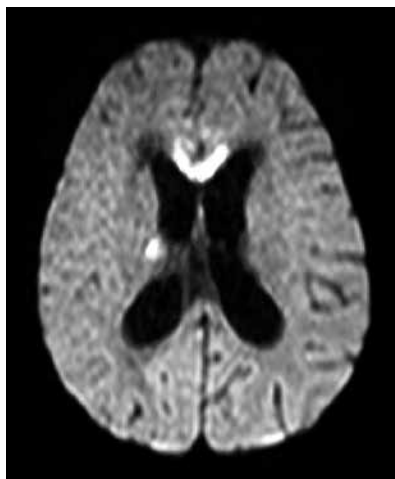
Resonancia magnética cerebral. Aumento de tamaño de los ventrículos laterales y del III ventrículo con alteración de señal en la sustancia blanca periventricular, realce leptomeníngeo en la base del cráneo y perivascular y lesiones isquémicas agudas en tálamo derecho y rodilla del cuerpo calloso.
